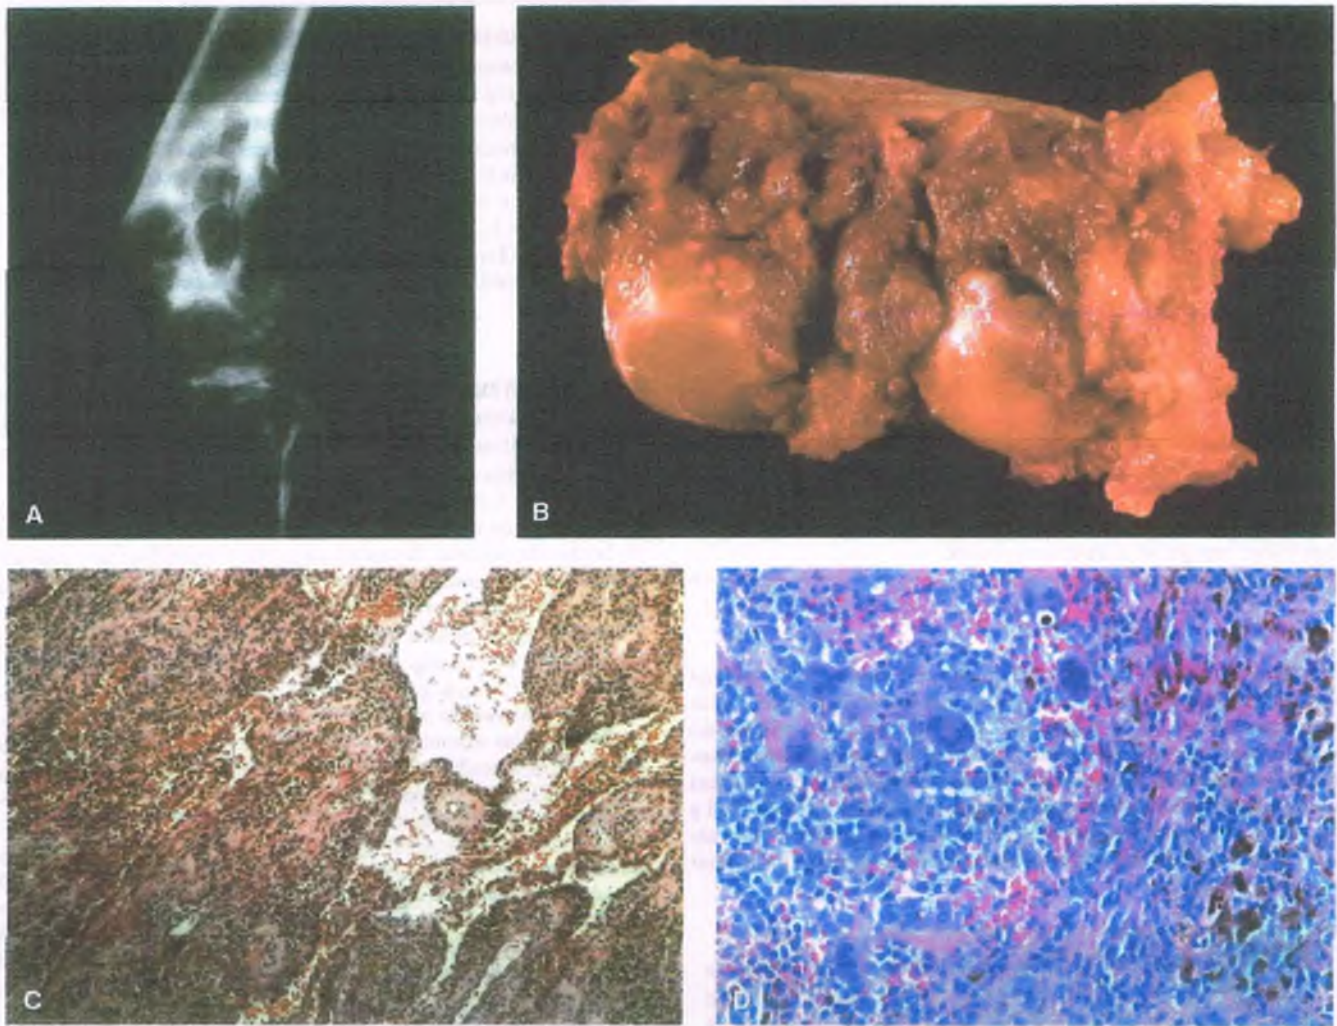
Sinovitis vellonodular pigmentada. A. Radiografía de la rodilla en la que se observan erosiones confluentes en la porción distal y el fémur y proximal de la tibia y una masa de tejido blando dentro de la articulación. B. Muestra macroscópica en la que se observa la destrucción masiva de los cóndilos femorales. Obsérvense el color café y el engrosamiento nodular. C. En la microfotografía de baja resolución se observan vellosidades sinoviales engrosadas. D. A más alta resolución, se observa que el infiltrado celular está constituido principalmente por sinoviocitos histiocíticos mononucleares, muchos de los cuales contienen pigmento café de hemosiderina y células gigantes multinucleadas.
